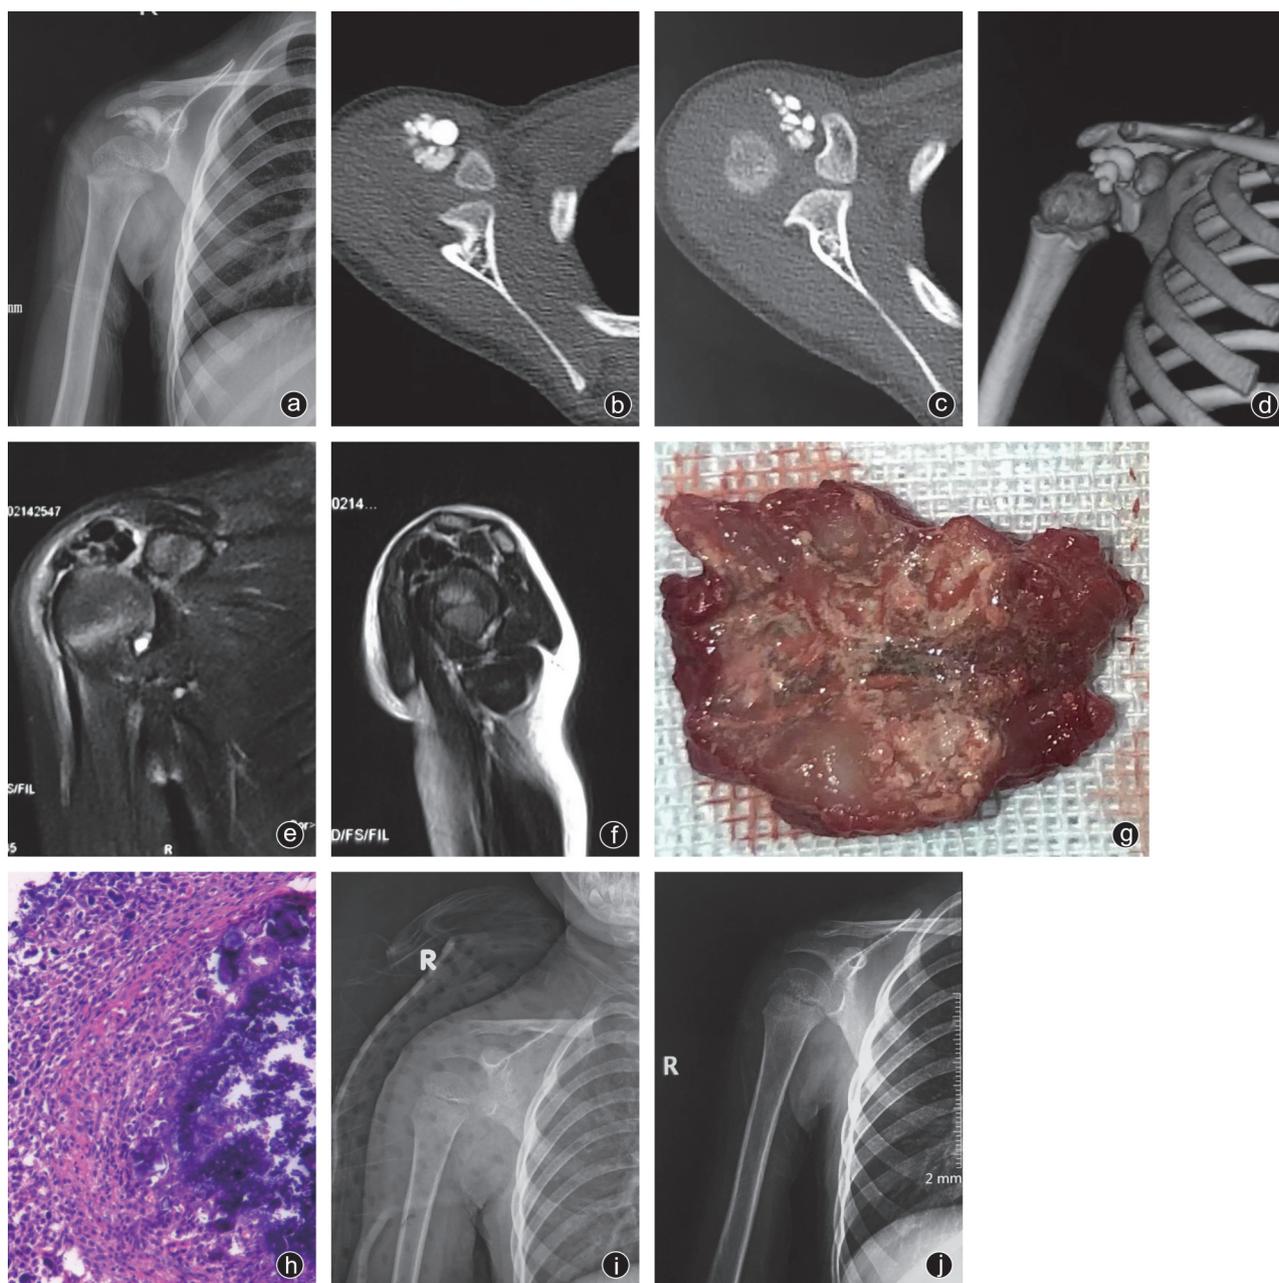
病人图片资料 a: X线片示右肩关节密度不均、不规则的卵圆形钙化团; b~d: CT示右肩关节内高密度影, 密度接近骨组织, 内部不均匀; e, f: MRI示T1序列不均匀低信号影, T2序列上显示为不均匀混杂信号; g: 手术大体标本, 灰白及红色组织, 体积约4 cm×3 cm×2 cm, 表面有包膜, 手术标本剖面可见切面呈砂砾样, 灰黄色, 较粗糙; h: 镜检示增生的纤维及滑膜组织, 其内较多炎细胞、组织细胞及多核巨细胞浸润伴大量钙盐沉积; i: 术后1 d复查X线片可见病变切除彻底; j: 术后2年复查X线片显示未见明显复发迹象
